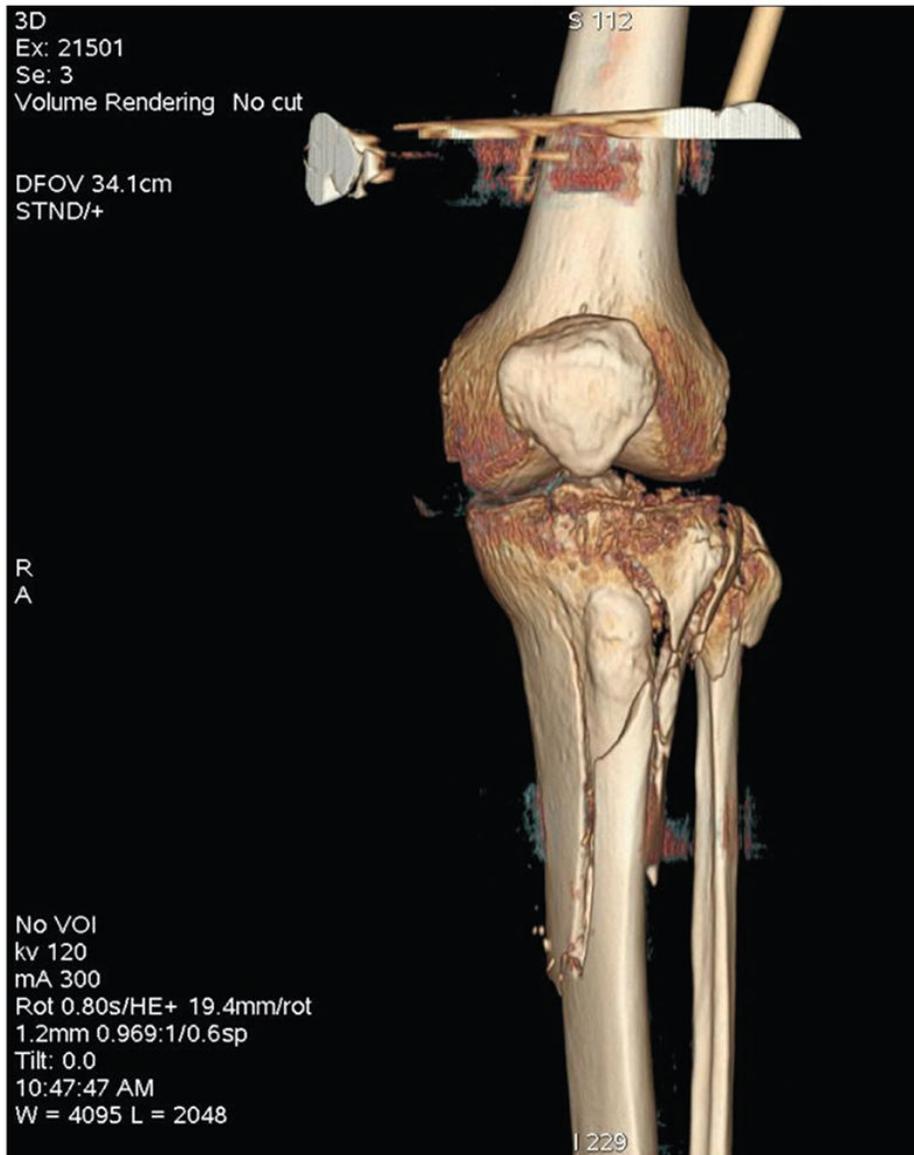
Imagen de tomografía computarizada de rodilla.
